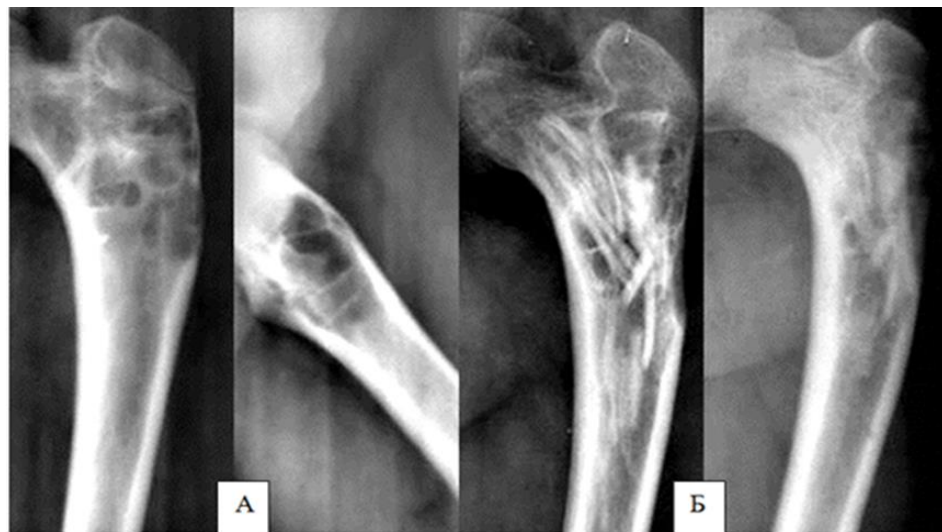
Проста кісткова кіста. Рентгенограми стегнової кістки в прямих і аксіальній проекціях в динаміці через 11 місяців – А стан – до і після алопластики (Б). До операції – проксимальний метафіз симетрично роздутий і деформований за рахунок нечисленних кіст, які відділені одна від одної неповними кістковими перетинками.
